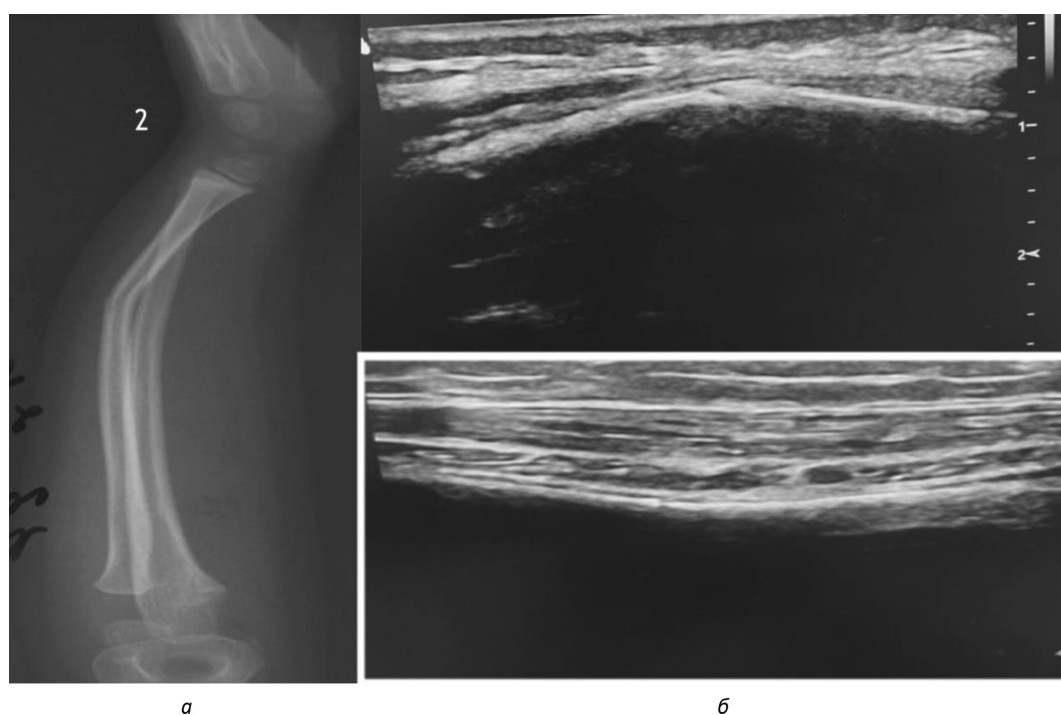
Рентгенограмма (а) и данные сонографического исследования (б) до закрытой репозиции
